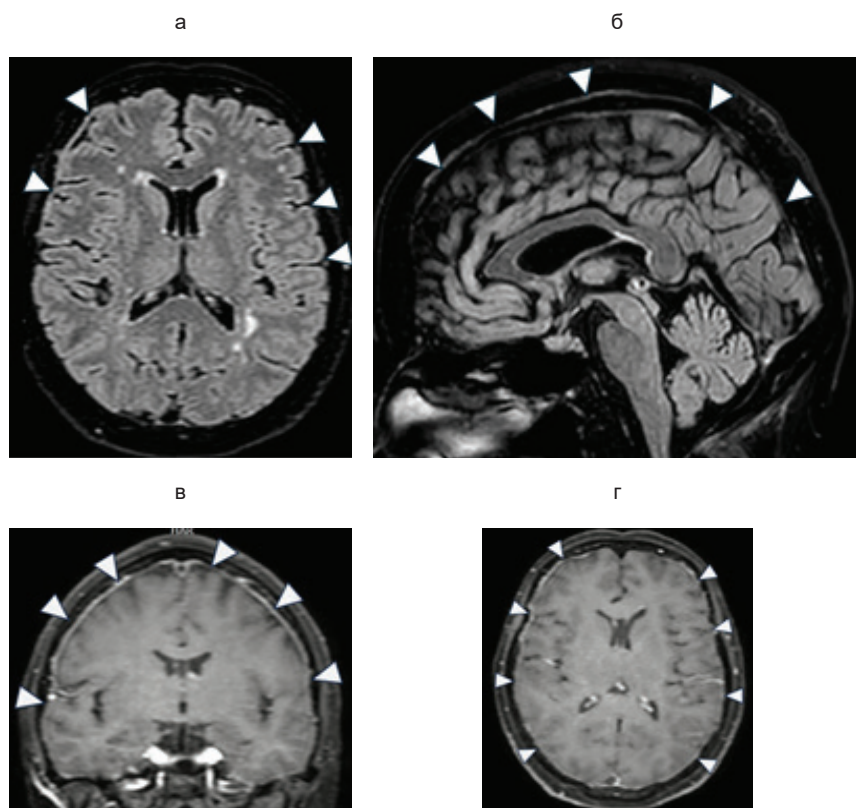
МРТ головного мозга пациентки после гормональной терапии: в режиме FLAIR ранее выявленный гиперинтенсивный сигнал значительно уменьшился в аксиальном (а) и сагиттальном (б) срезах; наблюдается также ослабление накопления контрастного вещества твердой мозговой оболочкой в коронарном (в) и аксиальном (г) срезах
